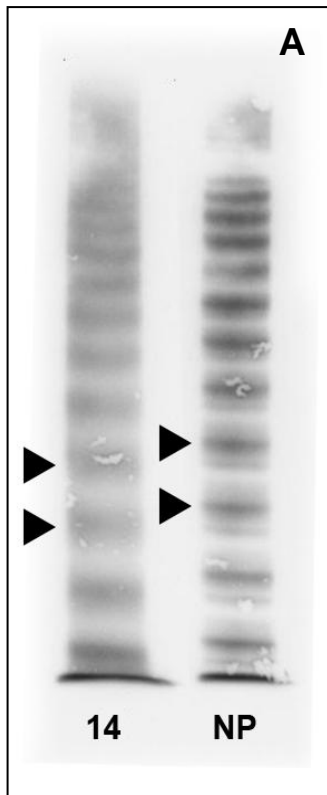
Multimeranalysen LRG (A) und MRG (B) des Patienten Nr. 14
